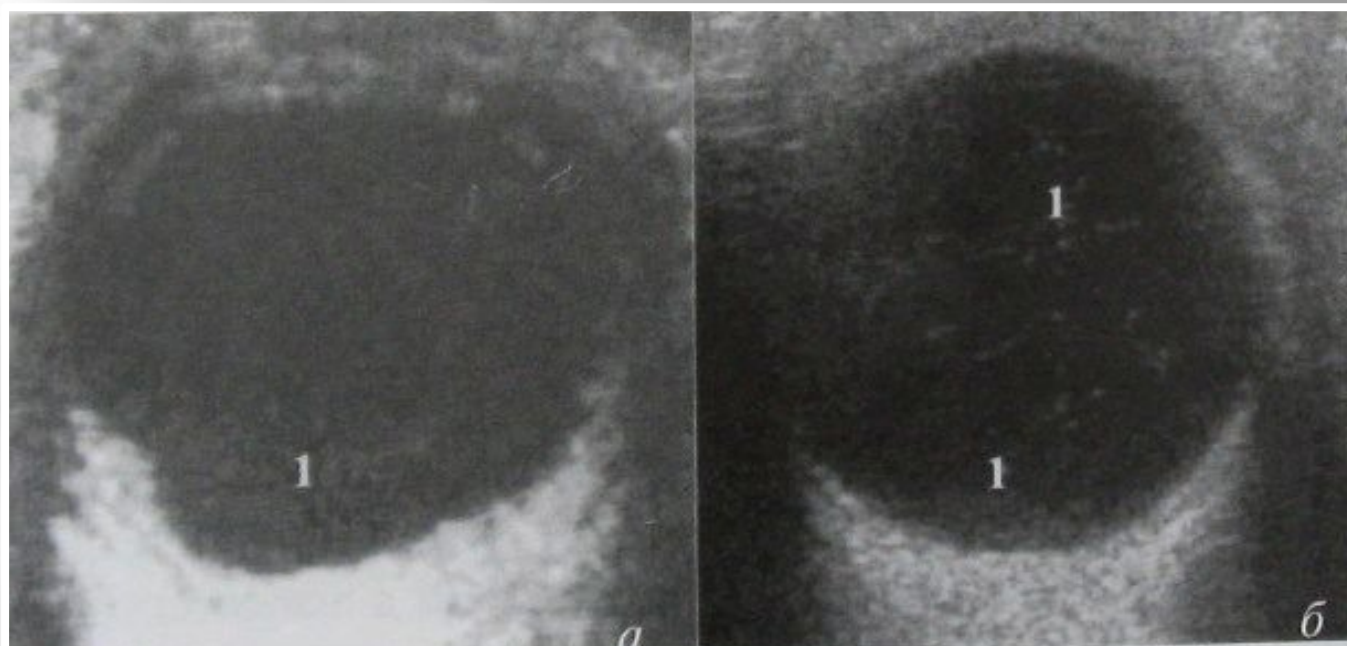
Ультразвуковое исследование глаза. Режим В-сканирования. Фрагмент эхограммы в 1-е сутки после контузии глаза (а, б). 1 — мелкодисперсная взвесь в полости стекловидного тела — проявление «свежего» внутриглазного кровоизлияния.
